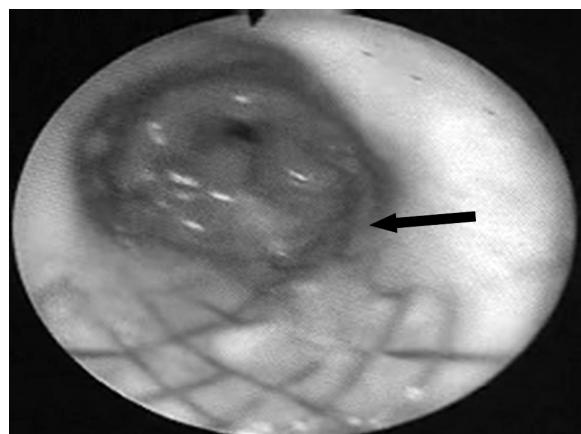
Bronş karsinomu sonucu gelişen trachea darlığının (11 no.lu olgu), göğüs BT (A) ve bronkoskopik görüntüsü (B). Olguda stent yerleştirildikten sonraki göğüs BT (C) ve PA akciğer grafisi görünümü (D).
